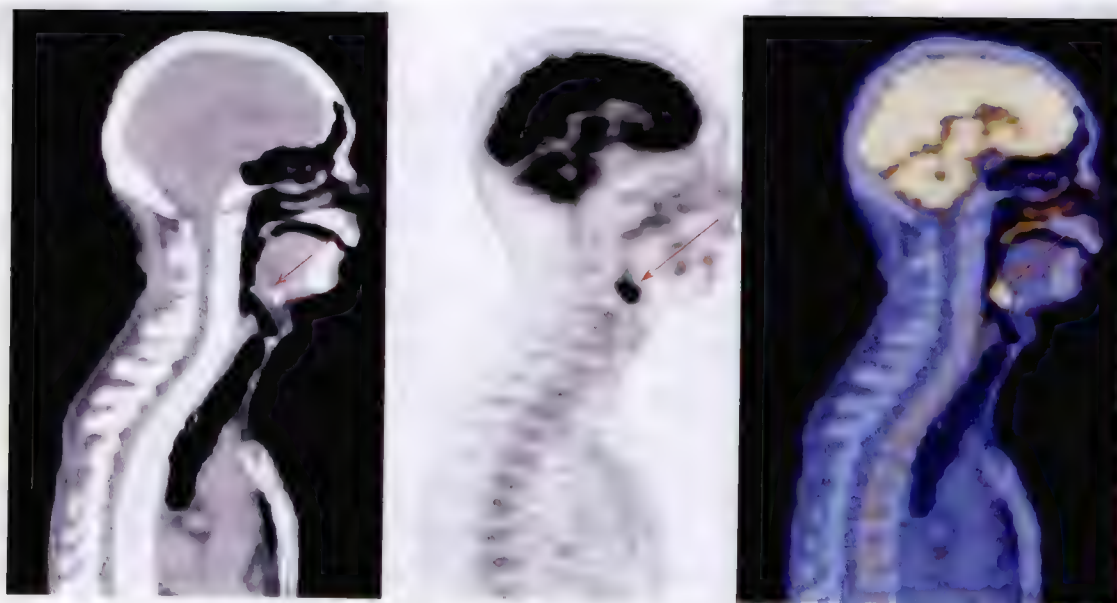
会厌癌 ^{18}F -FDG PET/CT 显像
